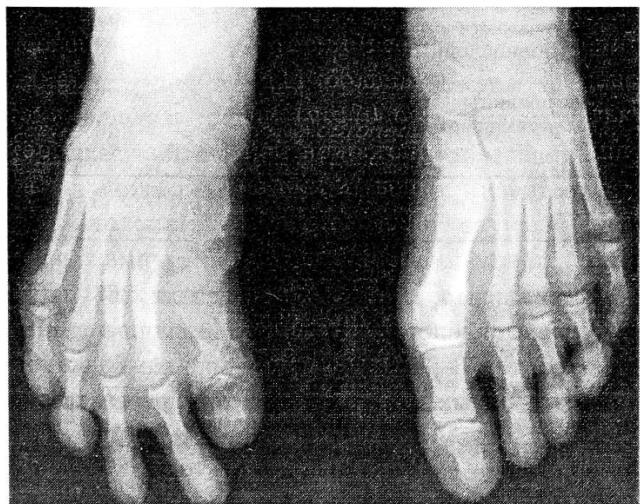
Рентгенограммы стоп больной К. при поступлении: видны тотальный дефект I плюсневой кости правой стопы и деформация ее пальцев.
